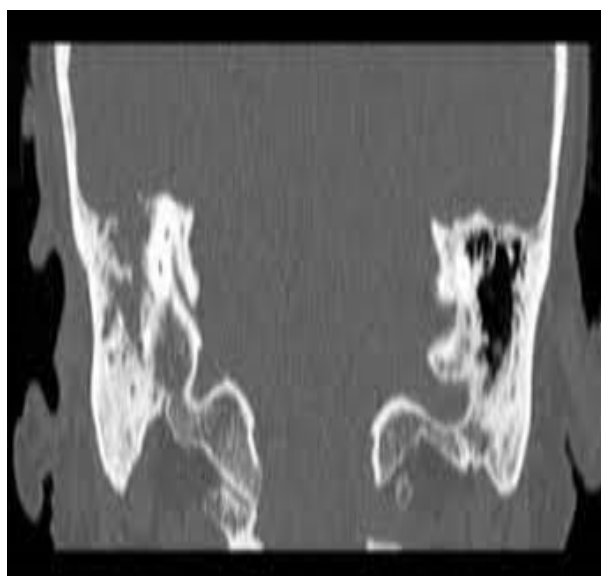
МСКТ картина одностороннего гнойного среднего отита с уплотнением ячеек сосцевидного отростка и ограниченным поражением полости среднего уха и височной кости, без деструкции
